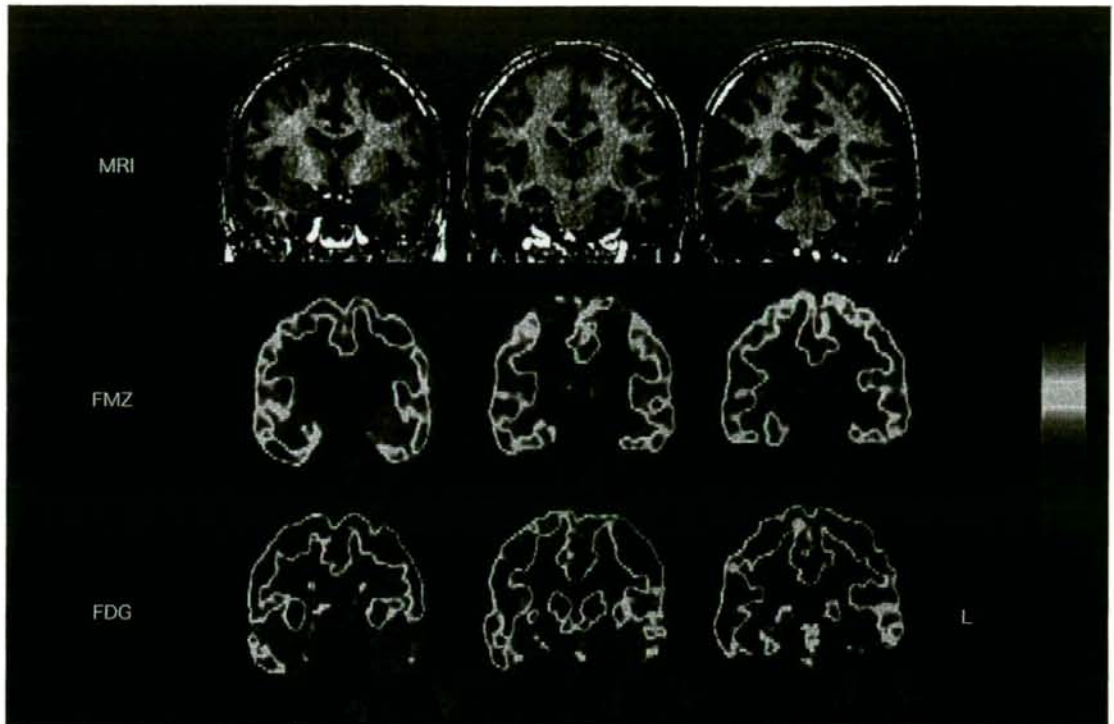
FDG-PET と FMZ-PET による側頭葉てんかんの焦点診断例
